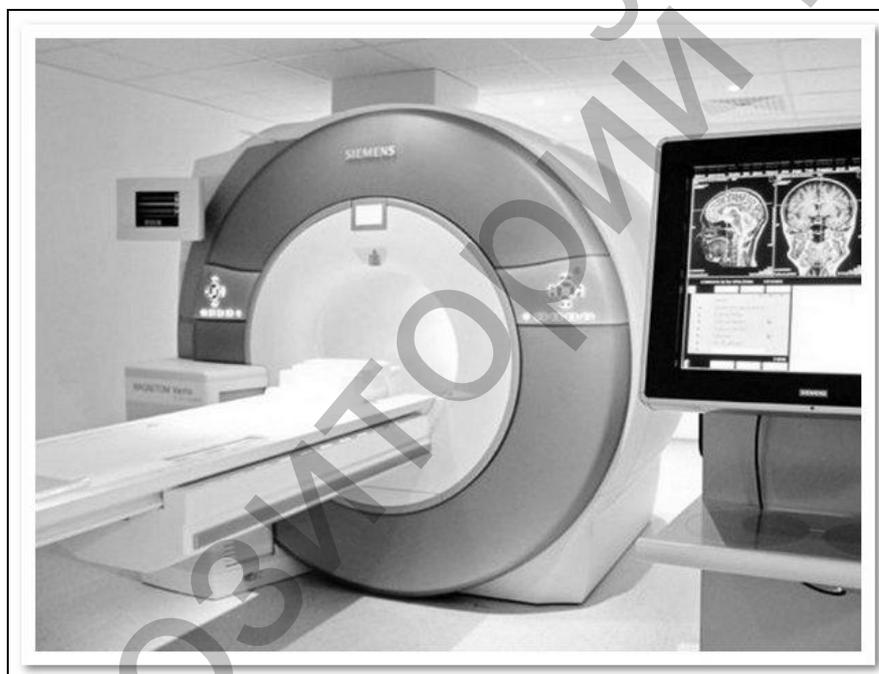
Магнитно-резонансная томография – это инновационный неинвазивный высокоточный метод обследования.
